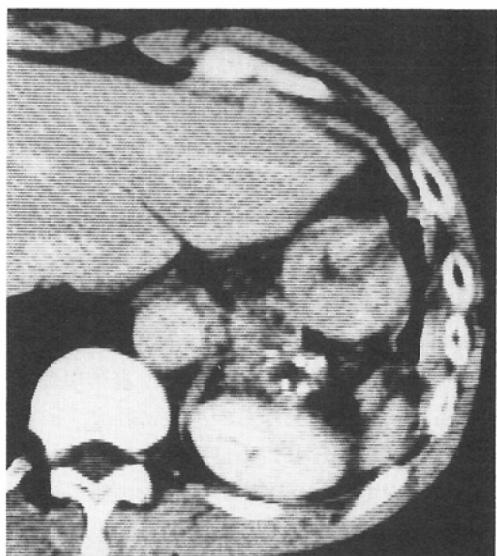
CT scan 6 months after embolization shows marked decrease of the pseudoaneurysm in size without luminal opacification.
